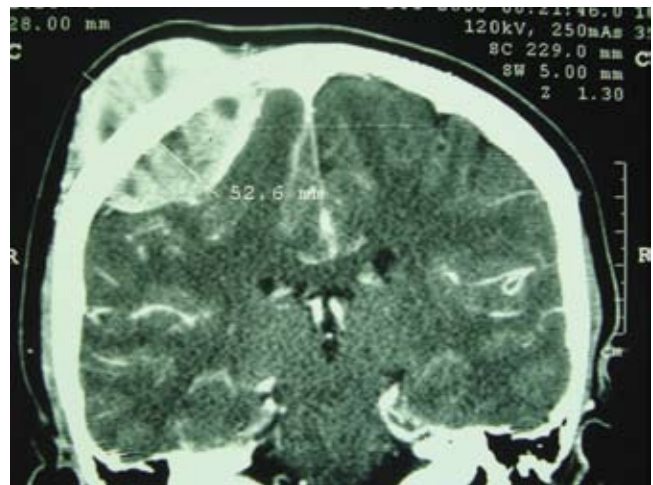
TAC de cráneo que muestra la lesión metastásica del sarcoma de Ewing en región parietal derecha.
